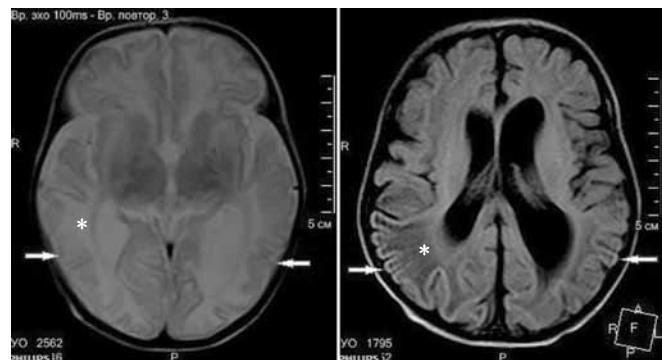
Аксиальная плоскость по протоколам T2 и FLAIR соответственно. МРТ головного мозга ребенка в возрасте 6 недель с неонатальной гипогликемической энцефалопатией. Стрелками указаны изменения МР-сигнала от коры в теменно-височно-затылочных областях. Отмеченные звездочкой изменения МР-сигнала в белом веществе соответствуют этапу формирования головного мозга – терминальные зоны миелинизации
